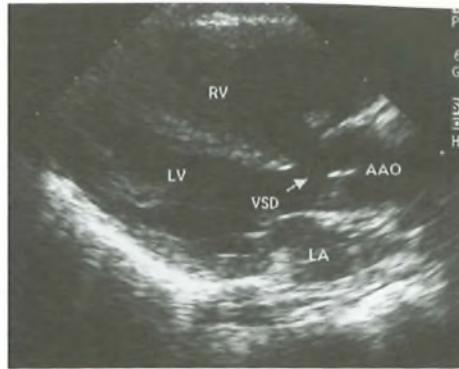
Tetralogia di Fallot (scansione in asse lungo parasternale): aorta dilatata e destroposta a cavallo del setto interventricolare e comunicazione tra i due ventricoli (freccia) (RV = ventricolo destro; LV = ventricolo sinistro; VSD = difetto del setto interventricolare; AAO = aorta).
